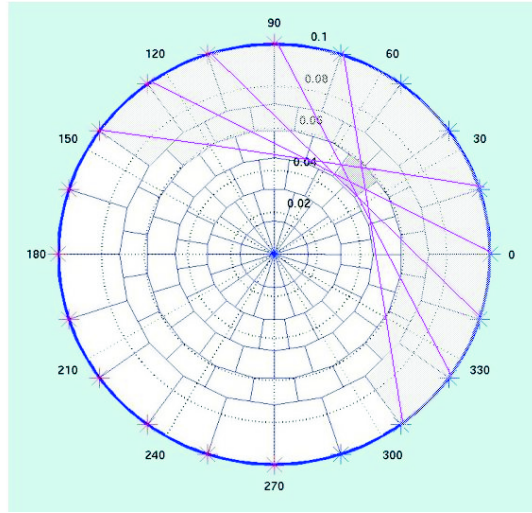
Principe de la tomographie de type "layer stripping"
